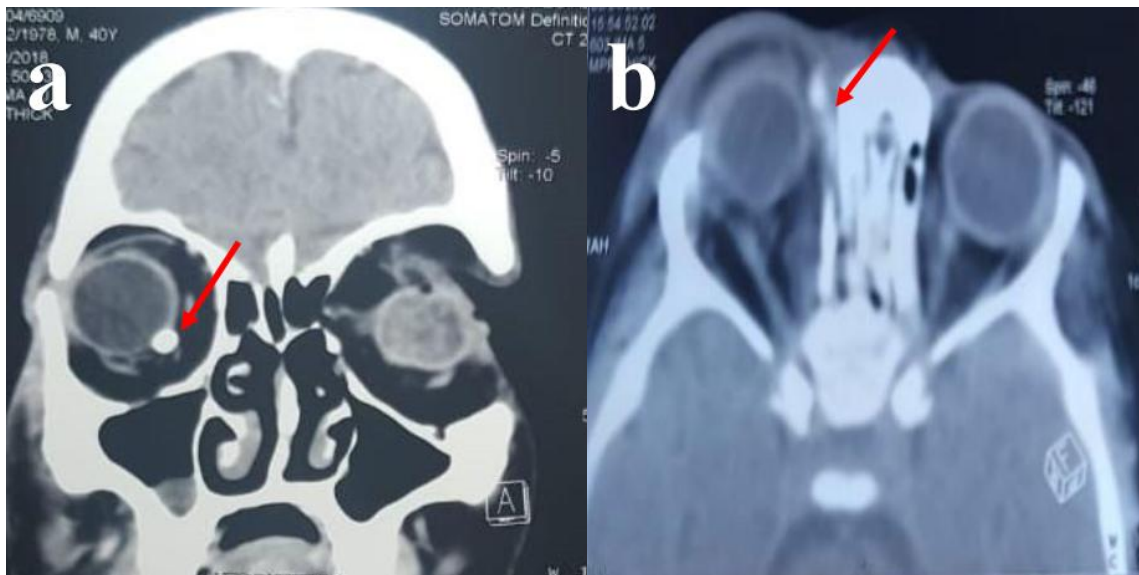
TDM orbitocérébrale objectivant le corps étranger orbitaire (flèche) : (a) de nature métallique à contact scléral inférieur (b) de nature non métallique entre la lame papyracée et le muscle droit interne
